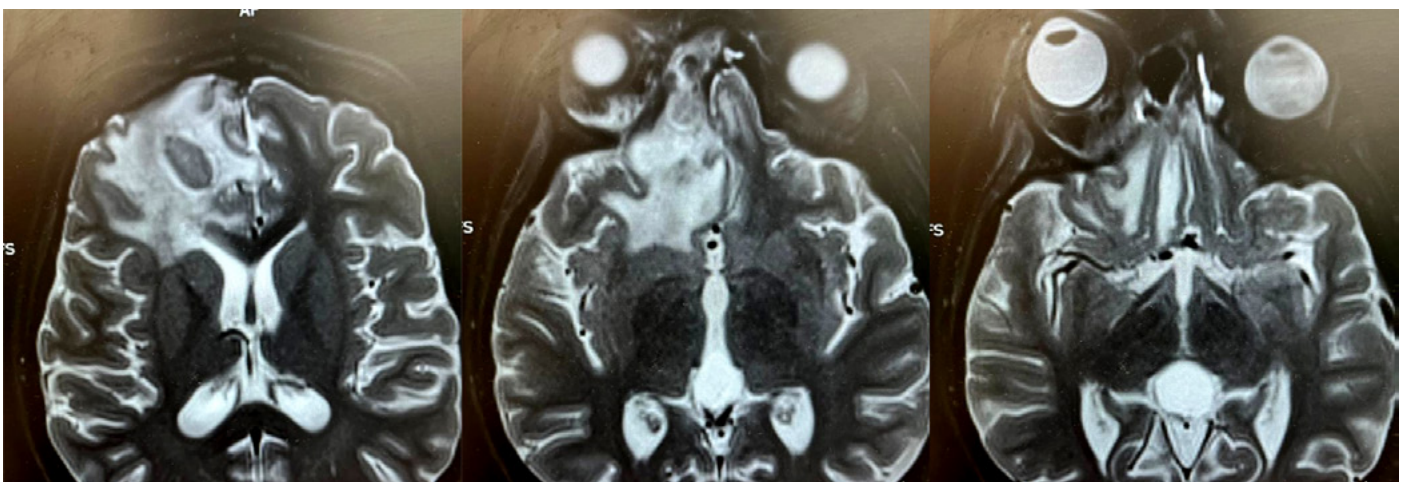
Scanner cérébral. Abscès frontal droit, IRM orbito-cérébrale, cellulite orbitaire droite compliquée d'une thrombose veineuse du sinus caverneux homolatéral et d'abcès cérébraux basifrontaux droits (stade V de Chandler)
